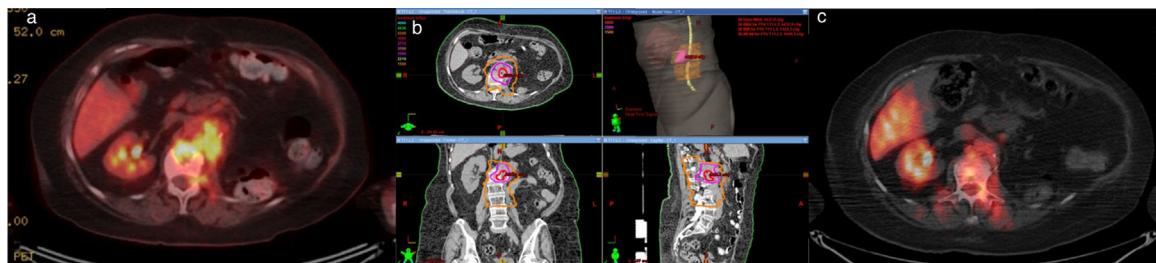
Mujer de 70 años con masa metastásica paraespinal en L1 de carcinoma renal que le producía dolor. a) PET-TC diagnóstico (14/01/13). SUV entre 9-10 b) Planning de tratamiento: SBRT T11-L3. Dosis total 15 Gy (3 Gy por fracción) + boost integrado 25 Gy (5 Gy por fracción en la periferia) + boost integrado 40 Gy (8 Gy/fracción en la zona central de la lesión). c) PET-TC seguimiento (15/05/13). SUV 1.9. Buen control sintomático.
